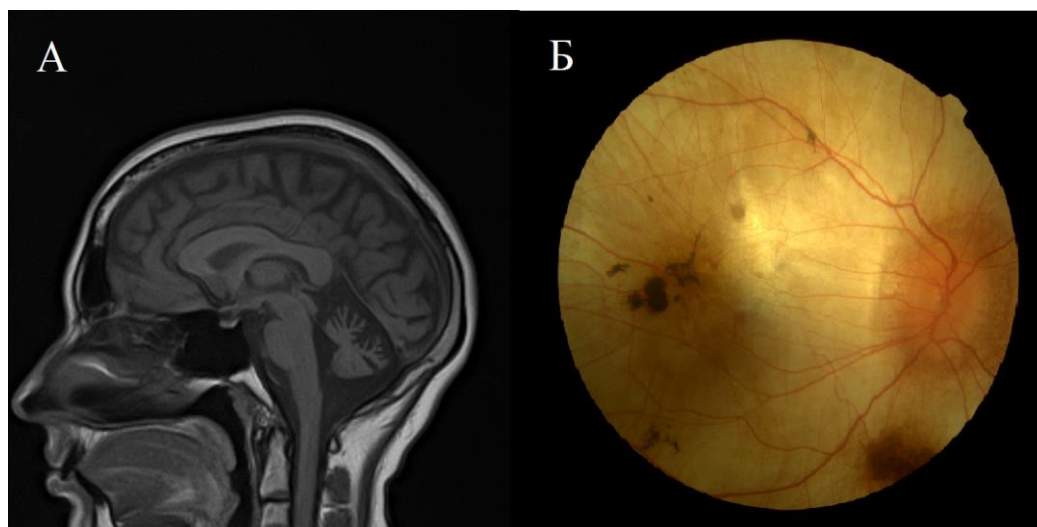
МРТ головного мозга в режиме T1-ВИ, сагиттальный срез (рис. А) и фотография глазного дна при офтальмоскопии (рис. Б). Рис. А: признаки атрофии червя мозжечка. Рис. Б: картина хориоретинальной дегенерации (пигментные очаги, побледнение сетчатки и диска зрительного нерва).
